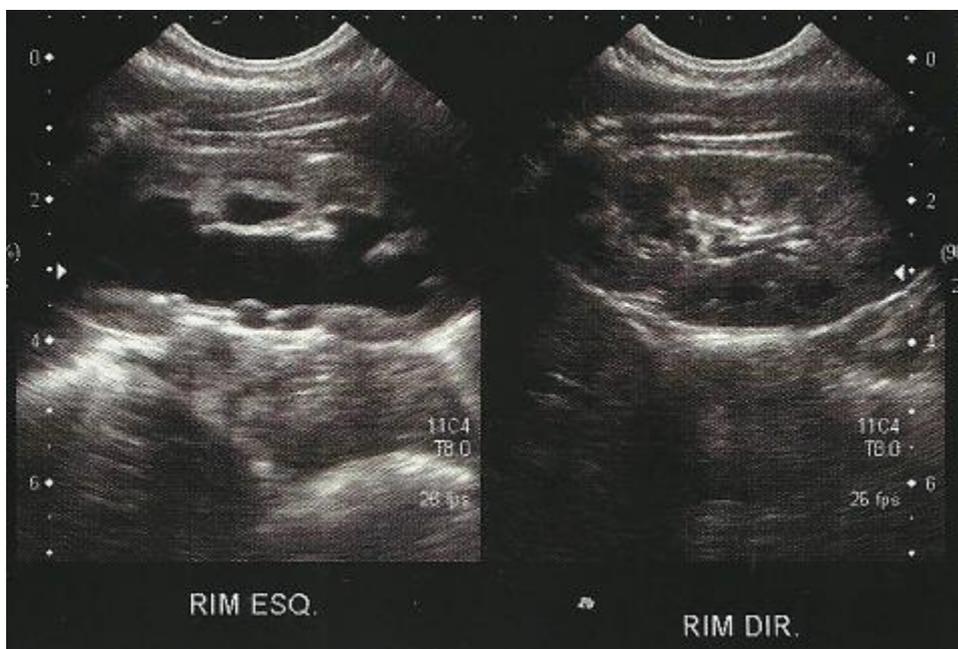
ULTRASSONOGRAFIA COM RIM ESQUERDO HIDRONEFRÓTICO E DIREITO NORMAL
